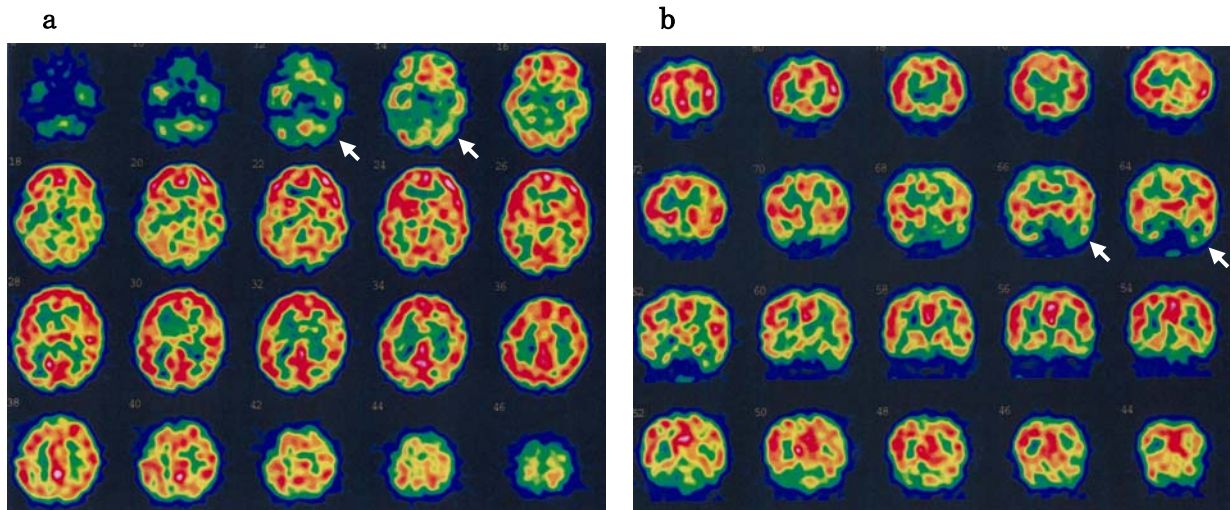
$^{123}\text{I}$ -IMP 脳血流 SPECT
